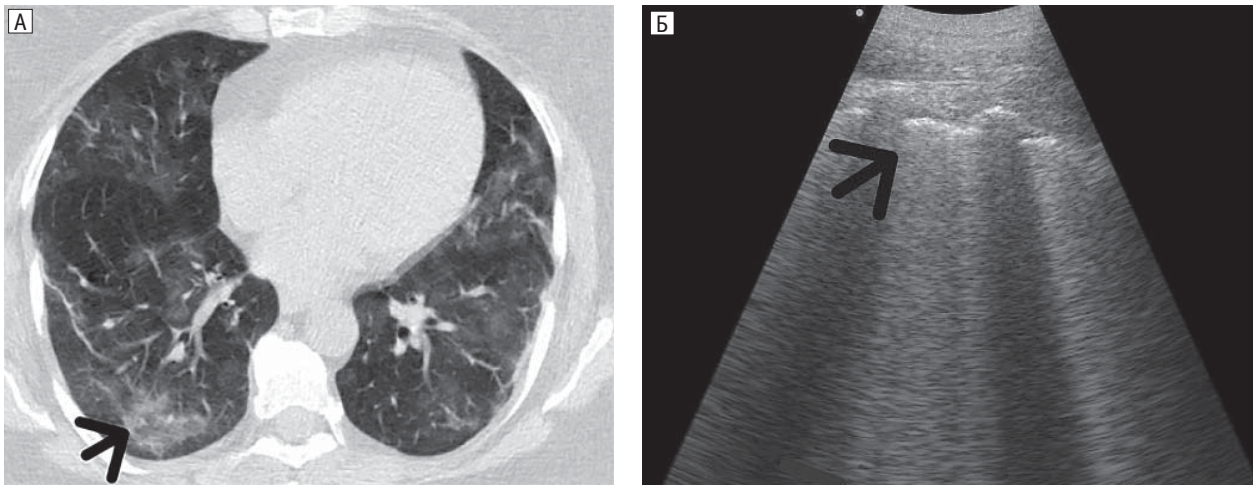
Приклад відповідності КТ- і УЗ-патернів у хворого з негоспітальною COVID-19-асоційованою пневмонією з тяжким перебігом хвороби на другий тиждень захворювання
